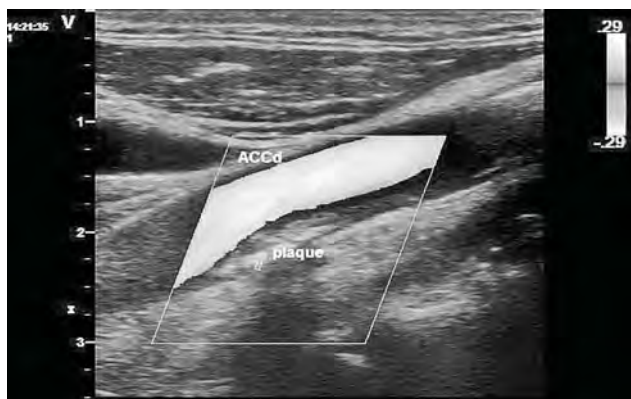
Ecografia Doppler color – secțiune longitudinală (delimitare clară a plăcii de aterom).
